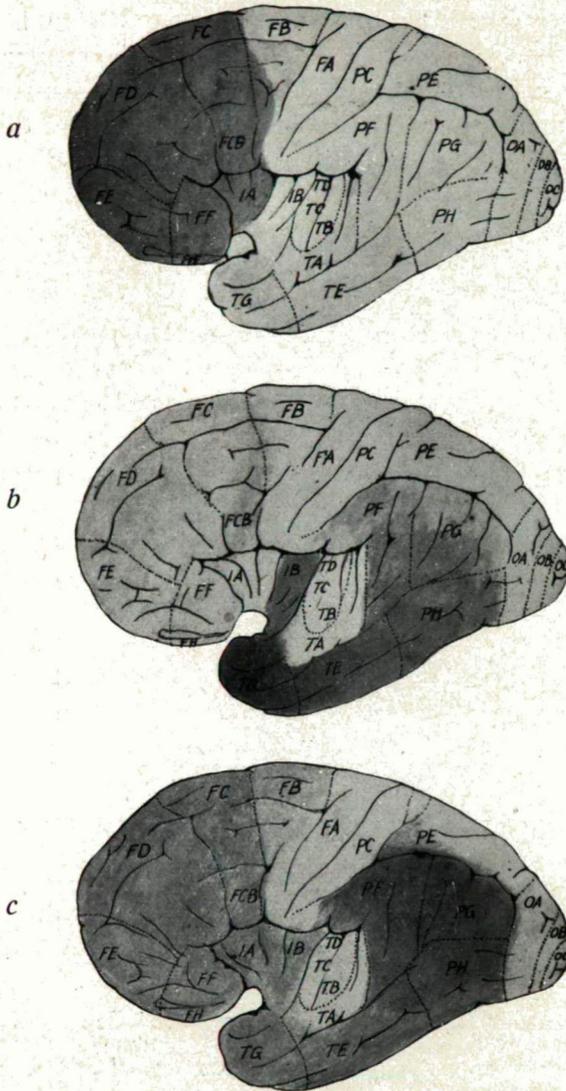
Ausbreitung der umschriebenen frontalen (a), temporalen (b) und parietalen (c) Atrophie in ihrer Beziehung zu den Grenzen der *Economos*chen Rindenfelder. Die frühmarkreifen paläencephalen Gebiete bleiben in der Regel verschont (vgl. Abb. 54). Die Area *FB*, das vermeintliche Zentrum des aufrechten Stehens und Gehens, ist verhältnismäßig wenig ergriffen. Die Areae *OA*, *OB*, und *OC* des Okzipitallappens sind verschont. Die vordere (*FA*) und hintere (*PC*) Zentralwindung sowie die temporalen Felder *TA*, *TB*, *TC* und *TD* sind im allgemeinen nur wenig atrophisch.
